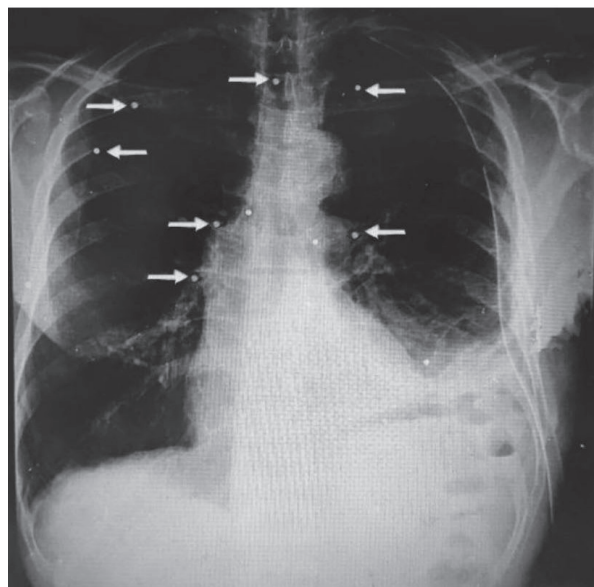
Рентгенограма органів грудної клітки у пацієнта з вогнепальним пораненням. Показані множинні осколки по всій грудній клітці з лівостороннім гемотораксом
